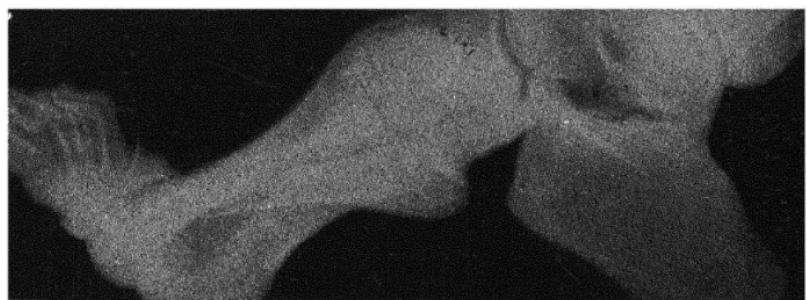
(продолжение). Планограммы, рентгенограммы и сканограммы.
